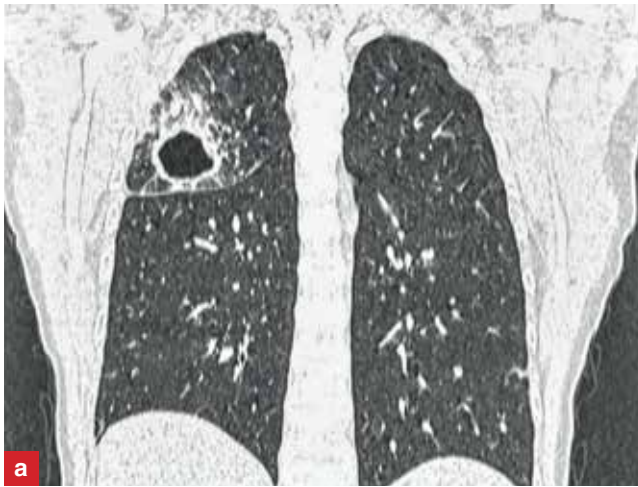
Пациентка О. Начало клинических проявлений МБ. КТ ОГК от 27.03.24 г.
